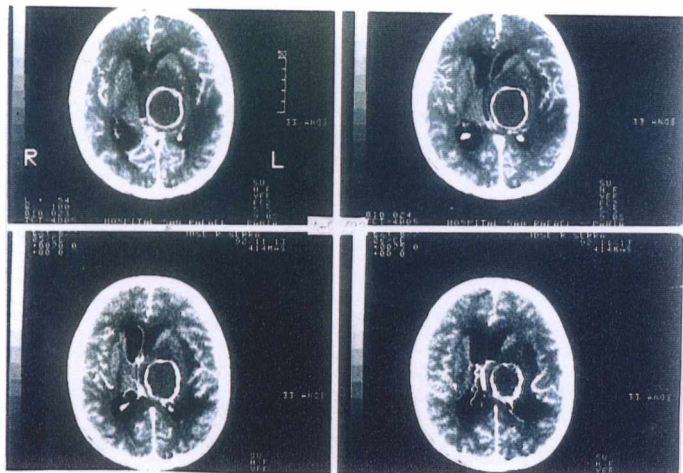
Imagem da tomografia computadorizada de um caso de toxoplasmose na forma pseudoneoplásica.
